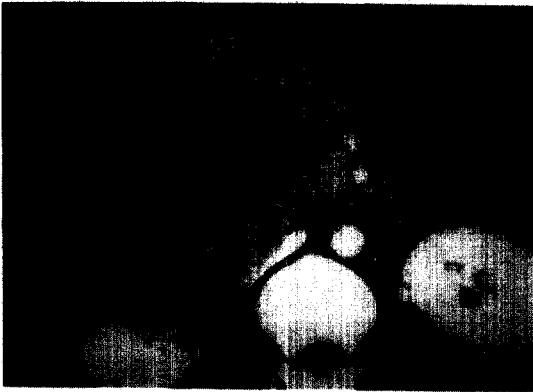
Abdominal CT scan shows 10cm-sized large duodenal mass with the displacement of the head of pancreas to the left and the gastric antrum and gall bladder to the anterior.
